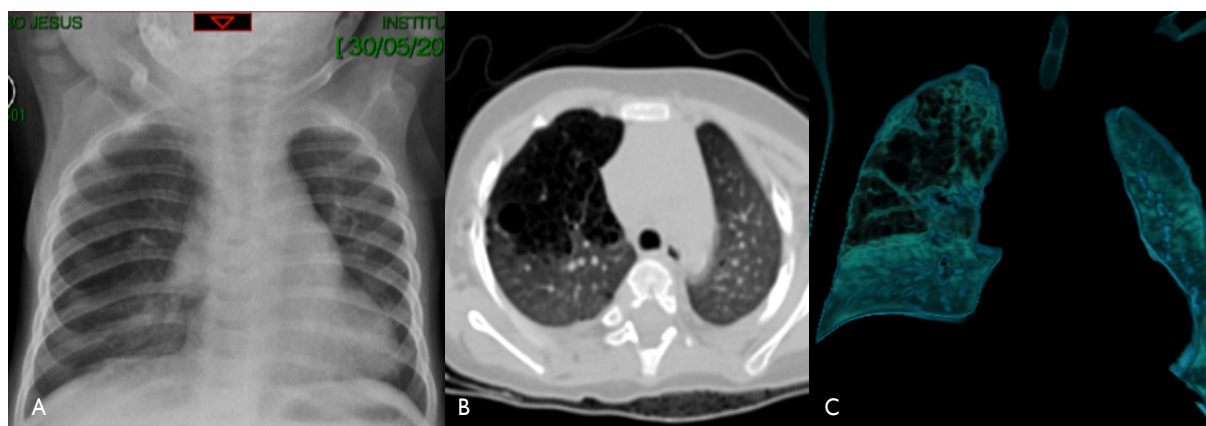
Paciente de un año de edad, con malformación congénita de las vías aéreas pulmonares (MCVAP) tipo 1 en el lóbulo superior derecho (LSD). A) Radiografía de tórax. B) Tomografía espiral multicorte plano axial: conglomerado de imágenes quísticas en el LSD. C) Reconstrucción 3D coronal: conglomerado de imágenes quísticas en el LSD.
